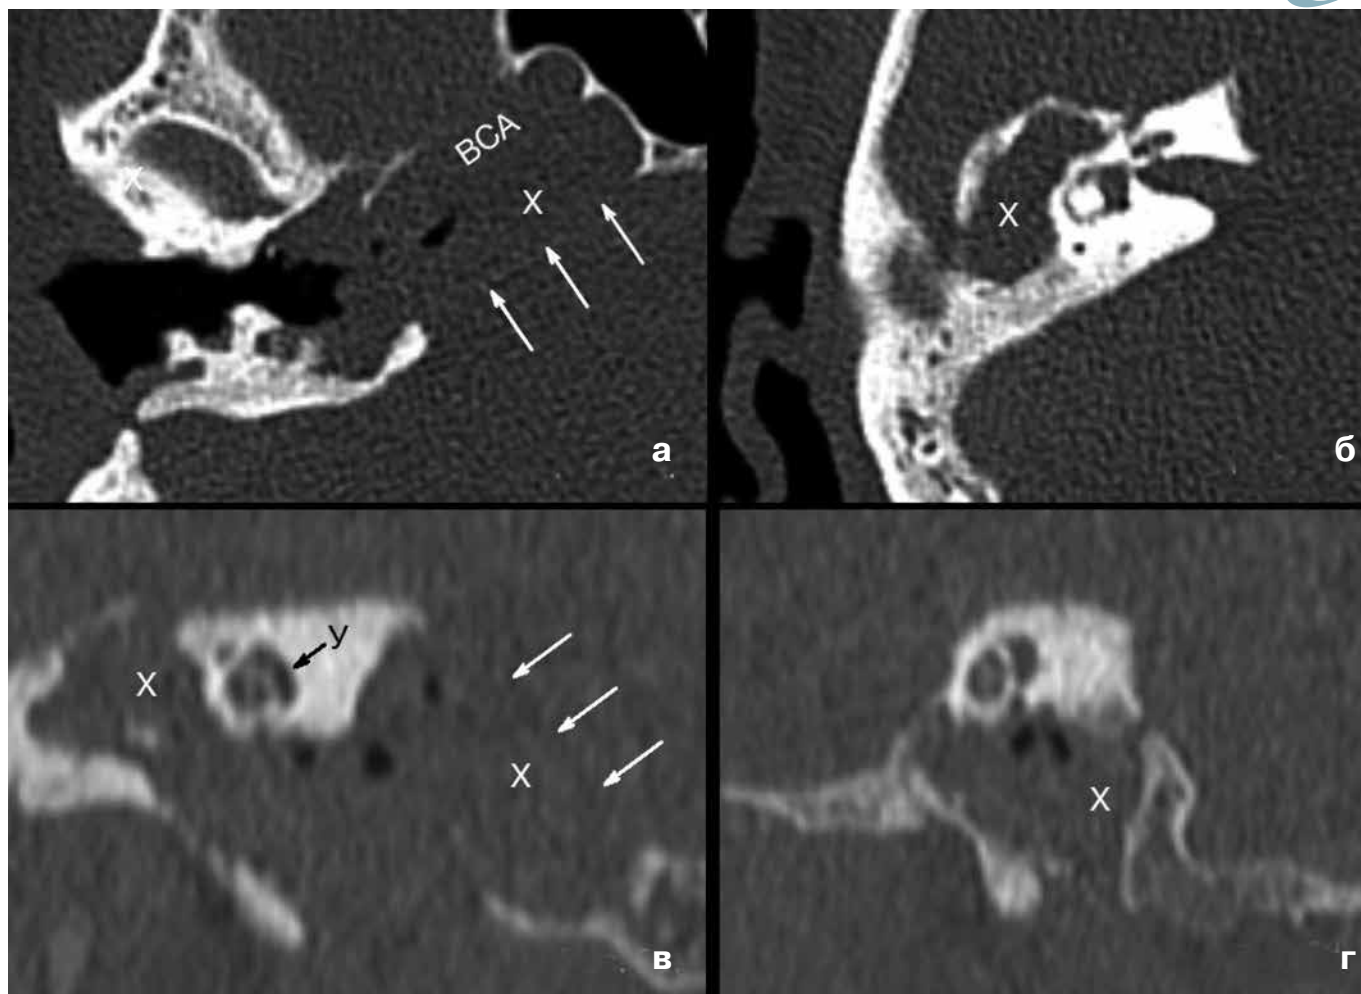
КТ-исследование височных костей пациента Н. до операции:
